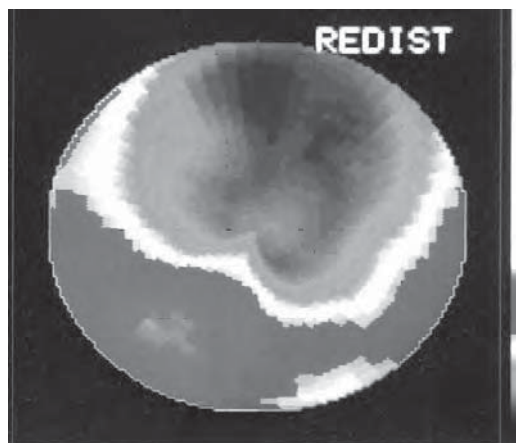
/1. SPECT cardíaco con Sestamibi. Cuantificación tomográfica a través de un mapa polar que muestra una severa y extensa hipoperfusión miocárdica. Paciente con shock cardiogénico. Área de infarto estimada en un 57,5% según la técnica de M. O'Coonor (Mayo Clinic, Rochester, USA).
